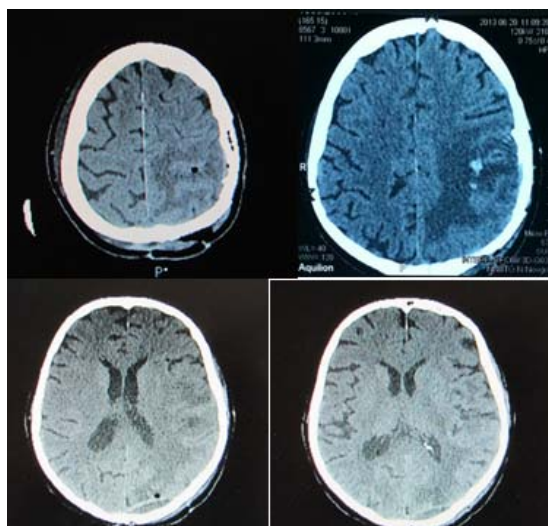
КТ больной Л. на 1-е сутки после операции с контрастным усилением от 20.06.13. Состояние после удаления мультифокального роста глиобластомы в затылочной и теменной областях слева. Определяется небольшая гематома в ложе опухоли в теменной области
